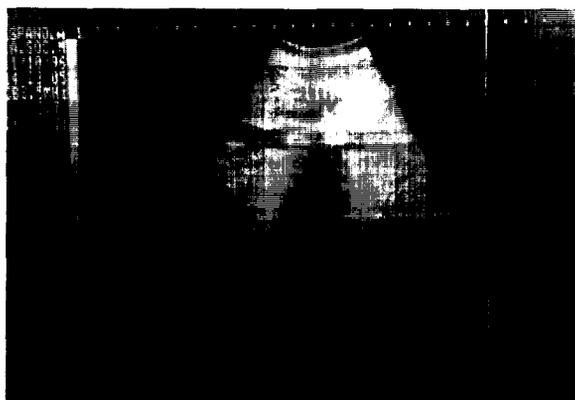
Mujer de 81 años, portadora de diabetes no insulino dependiente, colecistectomizada años atrás, que consultó por cuadro de dolor en epigastrio. Se aprecia en la ecografía la vía biliar principal dilatada (15 mm) con un cálculo de 28 mm en su interior. Fue resuelta mediante papilotomía endoscópica.
